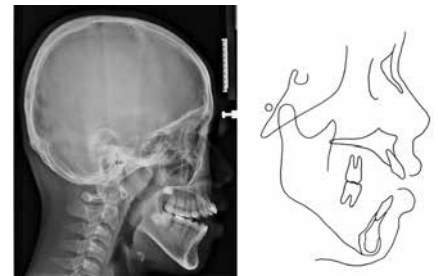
Боковая телерентгенограмма и анализ до лечения
